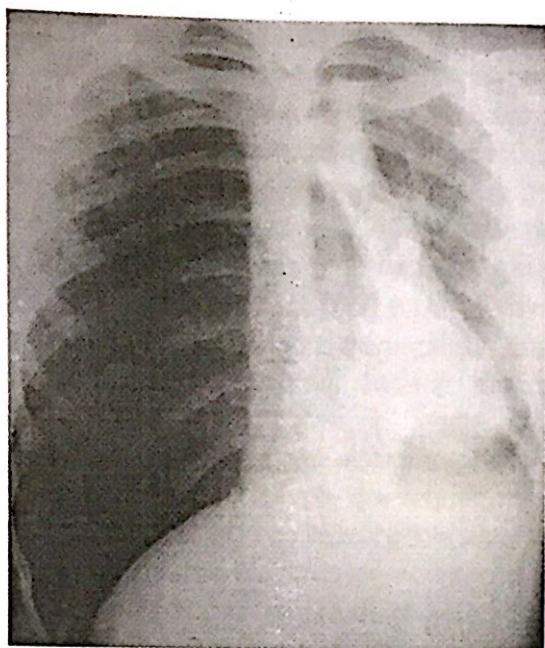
Radiografia torácica com pneumotórax hipertensivo à direita.
